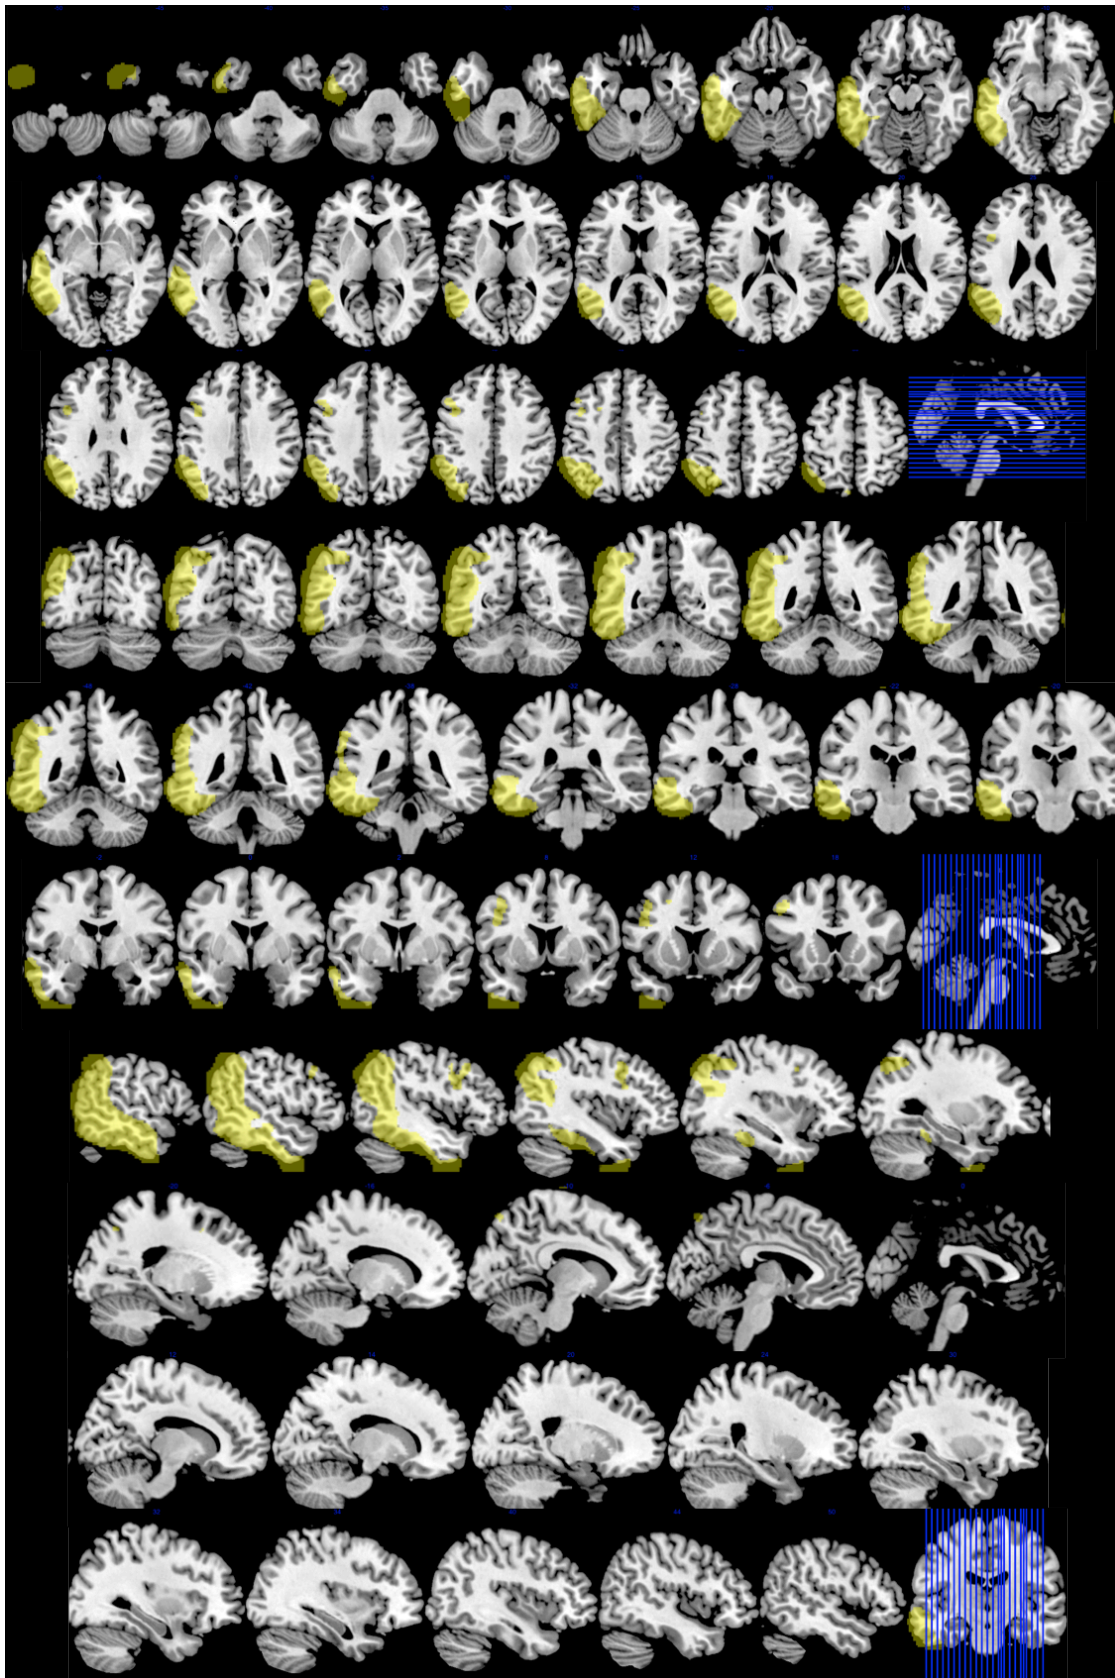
32. Topografía de la APP-L. Regiones con menor metabolismo en el grupo de APP-L (incluido *plus*) con apoyo de imagen comparado con controles. Imagen superpuesta sobre Resonancia Magnética a partir del análisis realizado con SPM. Orientación neurológica.
